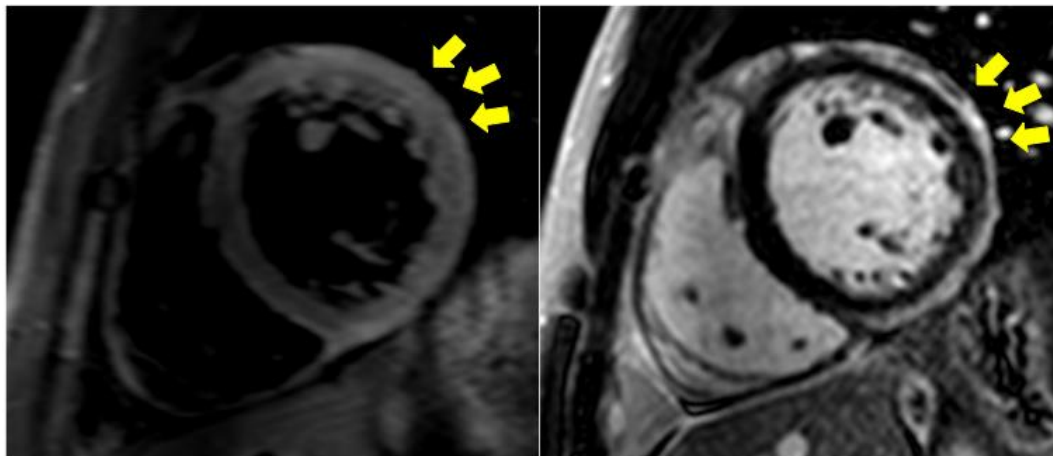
Ejemplo de miocarditis aguda. A la izquierda, imagen de T2-STIR y a la derecha imagen de RTG, mostrando tanto edema como presencia de realce subepicárdico en la cara lateral media (flechas amarillas)
